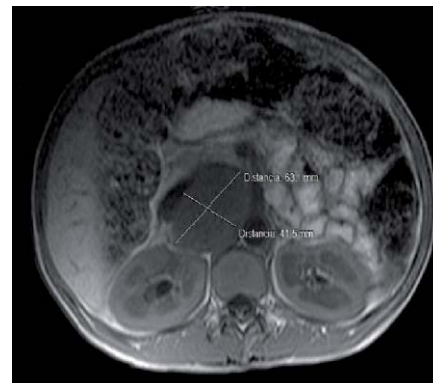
Imagen de RM corte transversal donde se aprecia la tumoración dependiente de polo suprarrenal derecho.
